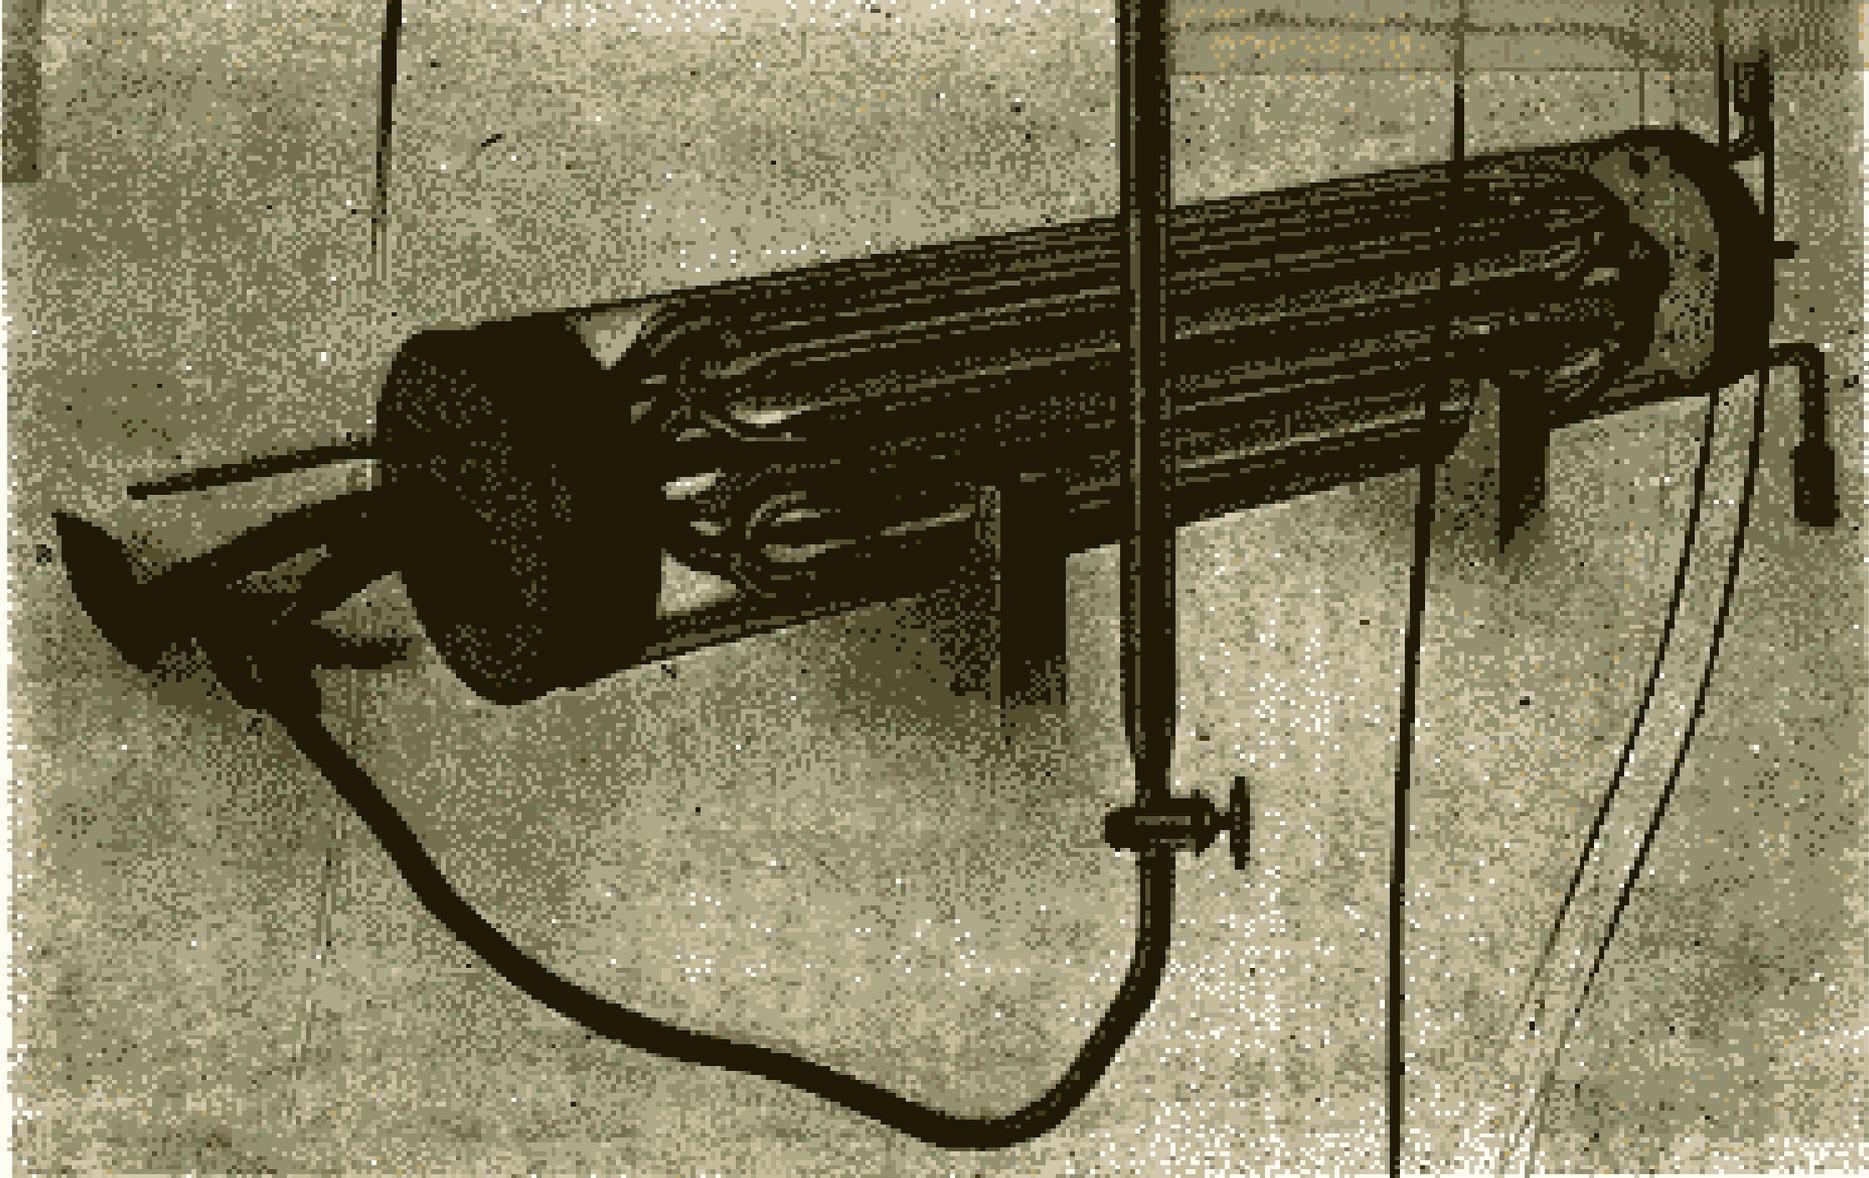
PERSPECTIVE VIEW OF VIVIDIFFUSION APPARATUS; EARLIER FORM WITH SIXTEEN TUBES
